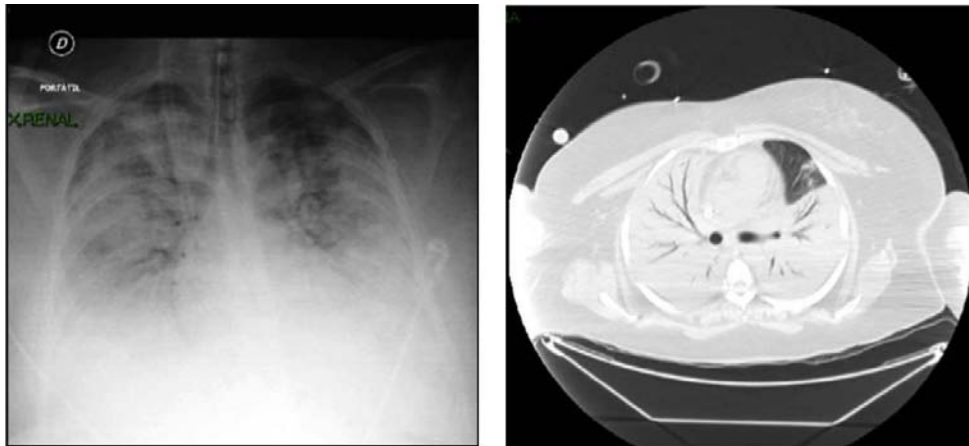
Radiografía y TAC de tórax de una paciente mujer de 64 años, que presenta un SDRA grave secundario a virus influenza pandémico 2009.
